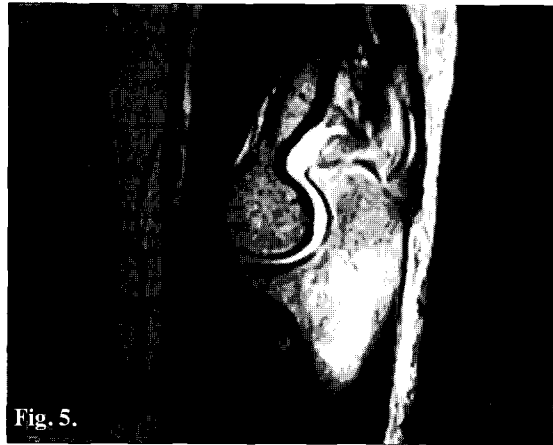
MR image(T1 and T2) showing enhanced soft tissue and fluid collection in the elbow joint but no osteolytic change of cortical bone and no pathologic fracture.
